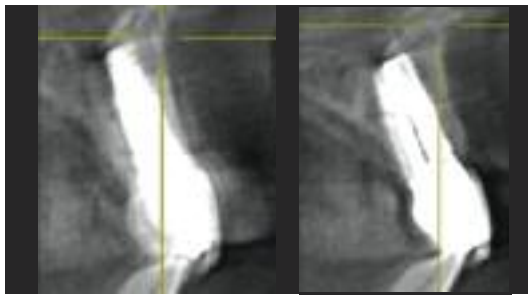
Imagen de tomografía computarizada de haz cónico (CBCT) obtenida seis meses después de la colocación de los pilares de zirconio y coronas definitivos, que muestra la excelente conservación del espesor del borde vestibular.
